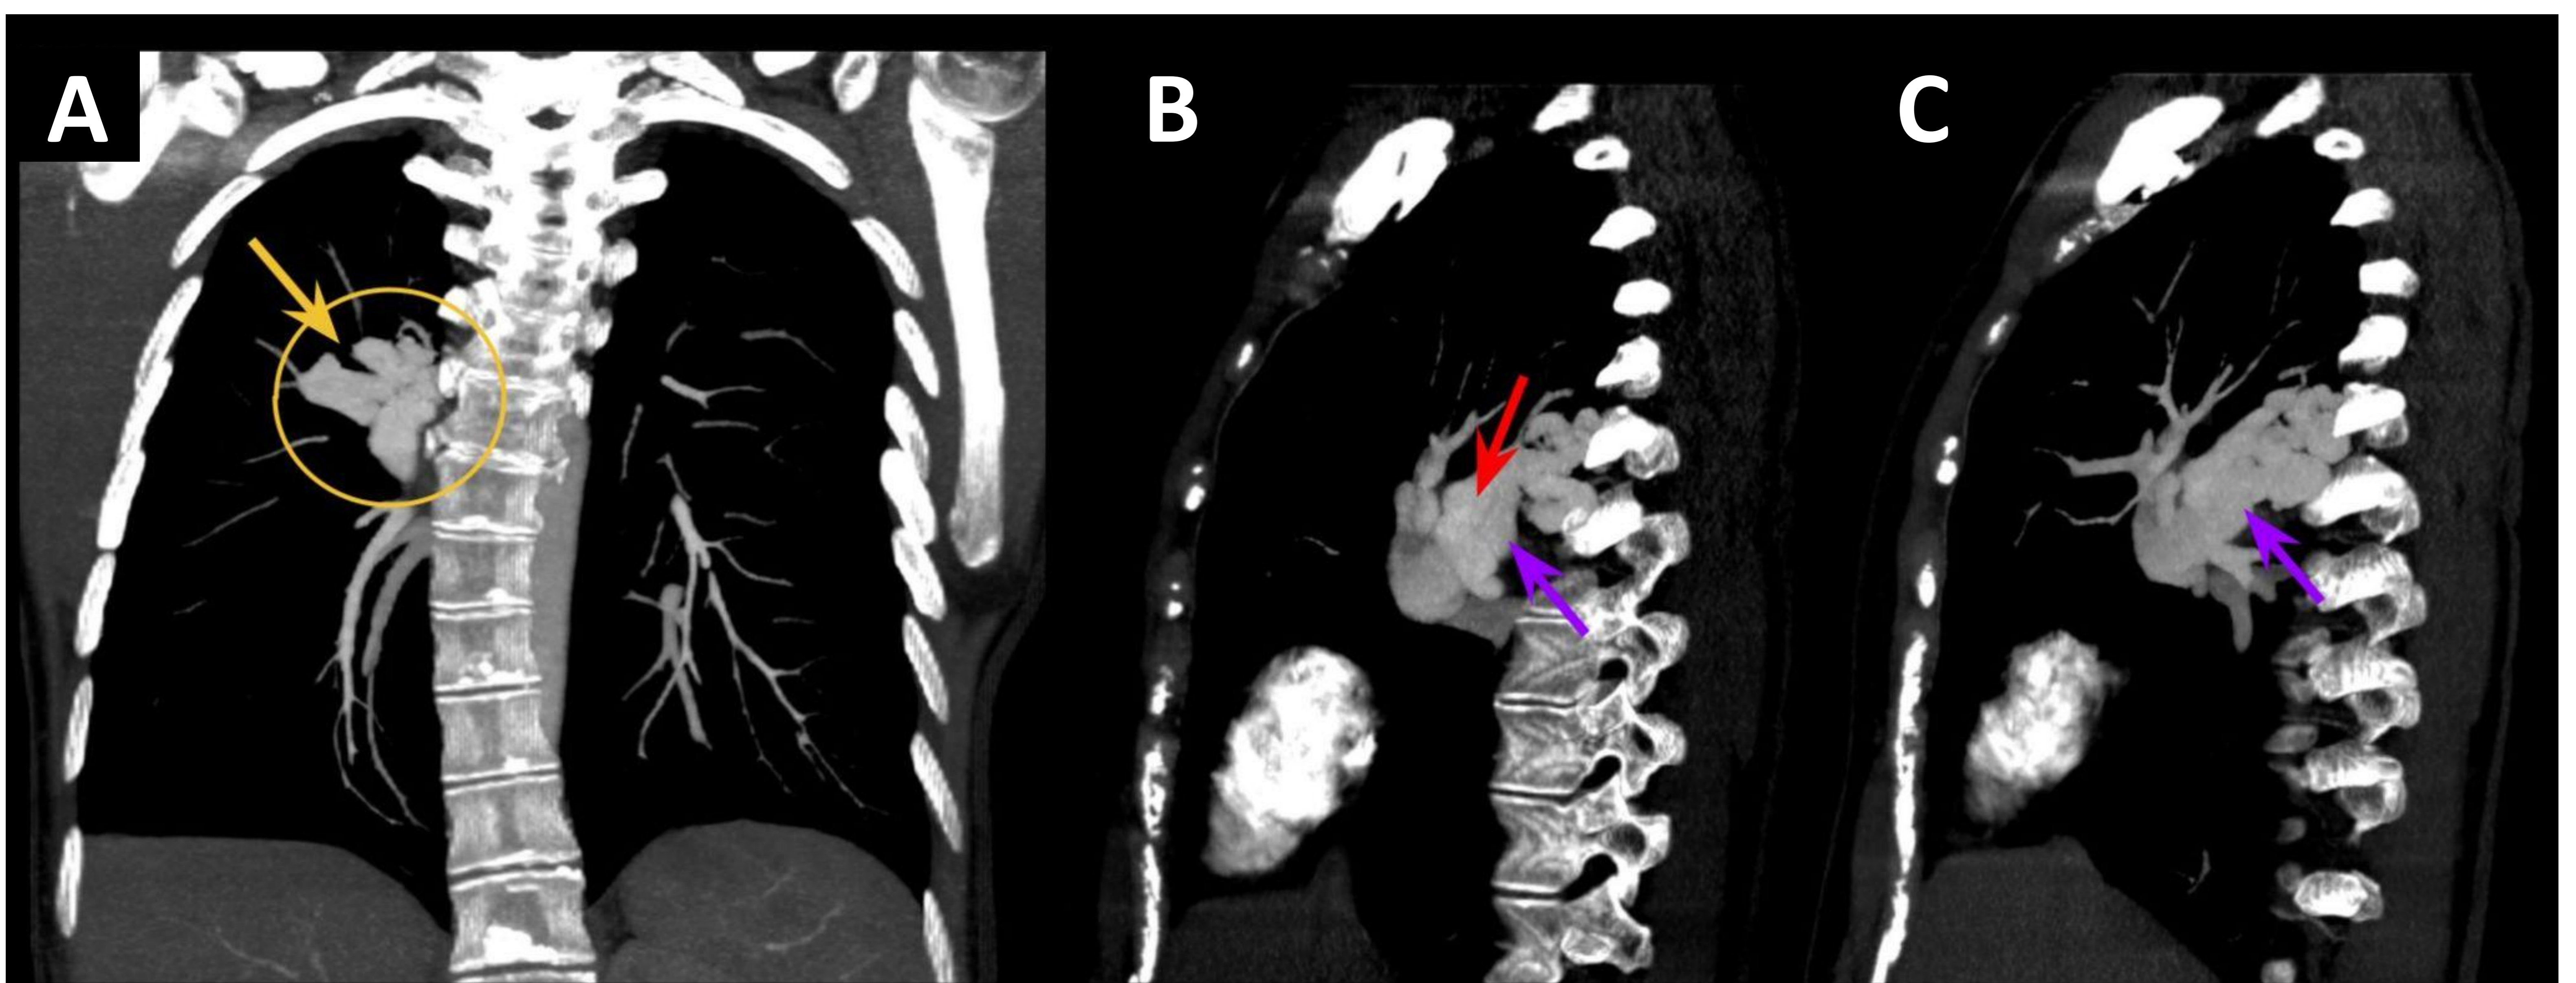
Angio-TC de arterias pulmonares con reconstrucciones coronal (A) y sagitales (B y C). Ventana de mediastino + MIP. Se visualiza MAV localizada en mediastino medio/posterior con nidus paravertebral derecho en nivel T6-T7 (flecha y círculo amarillo en A), con arteria nutricia dependiente de la rama pulmonar del LSD (flecha roja en B) y drenaje hacia la vena pulmonar superior derecha (flecha morada). Se visualiza mayor calibre de la vena de drenaje respecto a la arteria nutricia.
